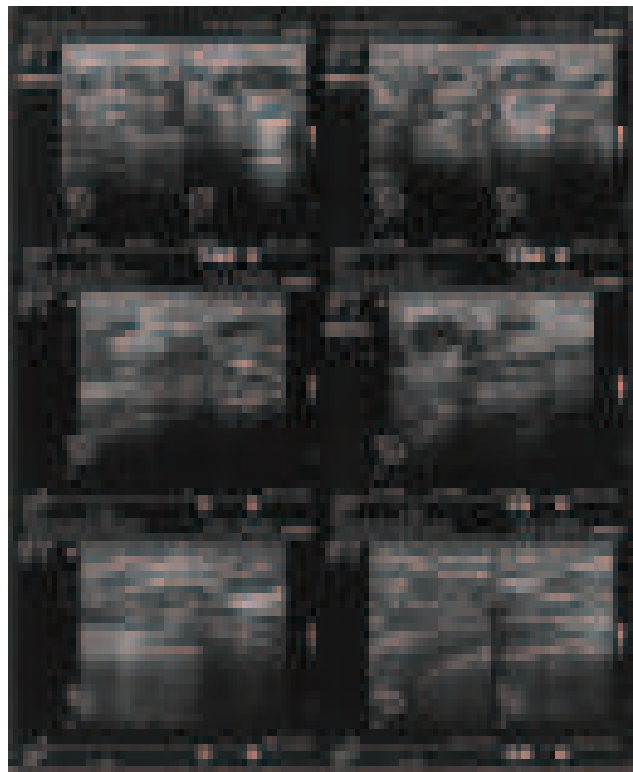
Ecografia mamária aos três meses e meio de evolução
